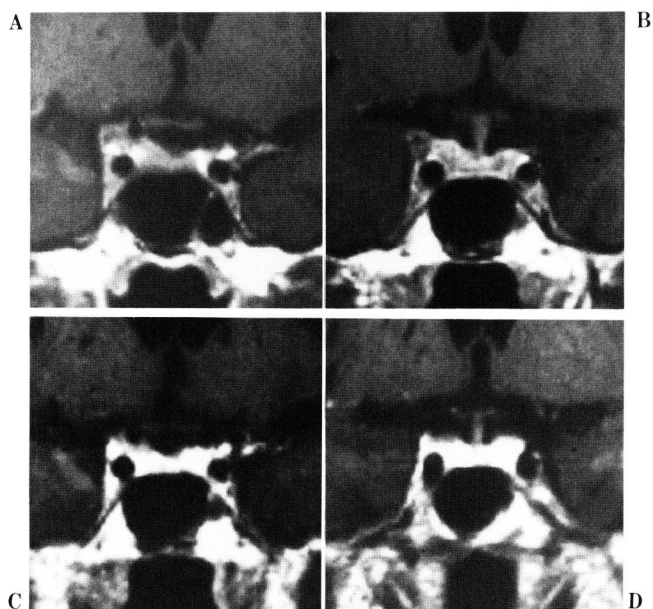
Gd-enhanced MRI A, B: Before gamma knife surgery C, D: 4 months after gamma knife surgery Tumor was disappeared 4 months after gamma knife surgery.
